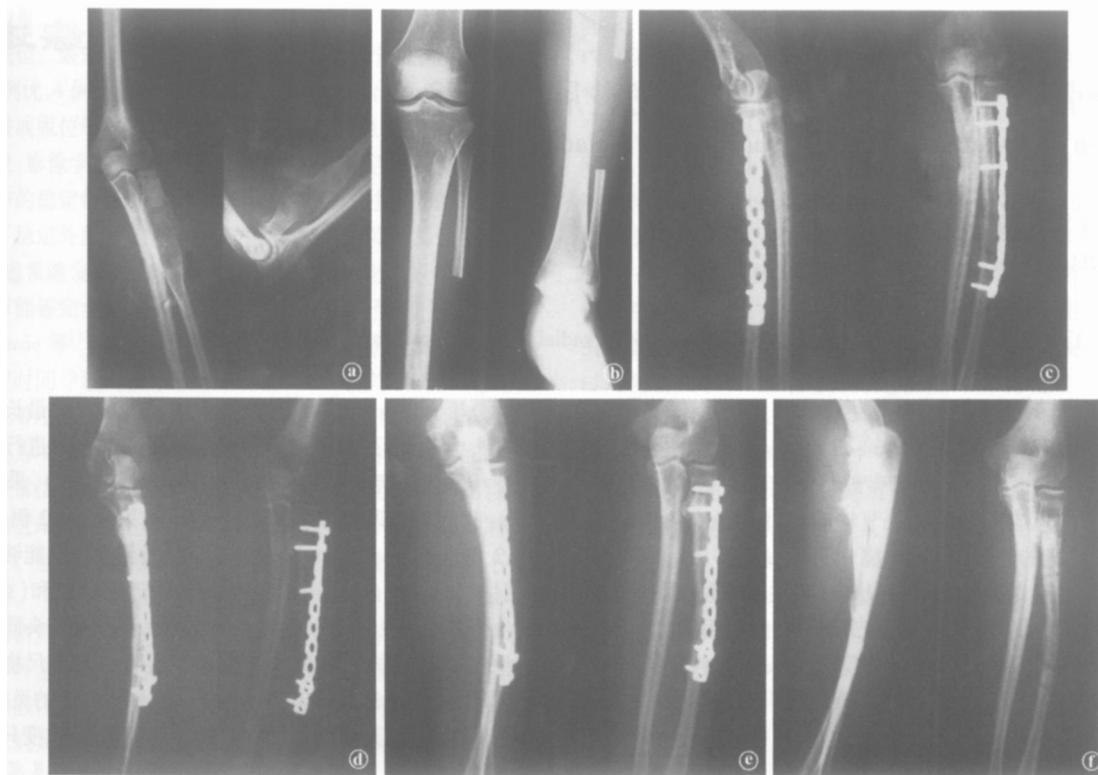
患者,女,48岁 a 术前左桡骨 X线片示:左桡骨上段膨胀性骨破坏,中心见团块状骨化,中间骨皮质中断 b 手术后 1 周左桡骨正侧位 X线片示:左桡骨上段骨缺损腓骨植骨内固定术后,位置基本正常 c 左腓骨正侧位 X线片示:左腓骨中段取骨术后,骨缺损 d 手术后 3 个月左桡骨正侧位 X线片示:左桡骨上段移植腓骨骨端变模糊,有骨痂生长,位置基本正常 e 手术后 14 个月左桡骨正侧位 X线片示:左桡骨上段移植腓骨骨端有明显骨痂生长 f 左桡骨上段腓骨移植术后 14 个月取出内固定物后左桡骨正侧位 X线片示:内固定已取出,移植腓骨已经与桡骨骨性愈合。
